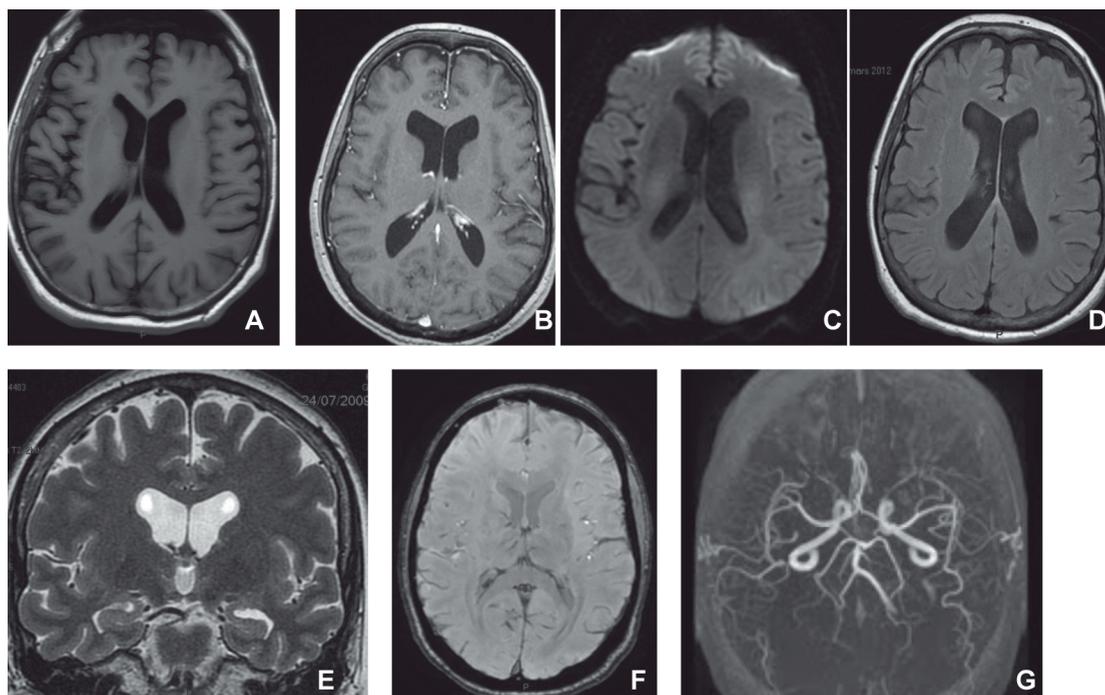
IRM cérébrale, séquences T1 (A), T1 avec gadolinium (B), Diffusion (C), FLAIR (D), T2 (E), T2 étoile (F) et 3D TOF (G).
